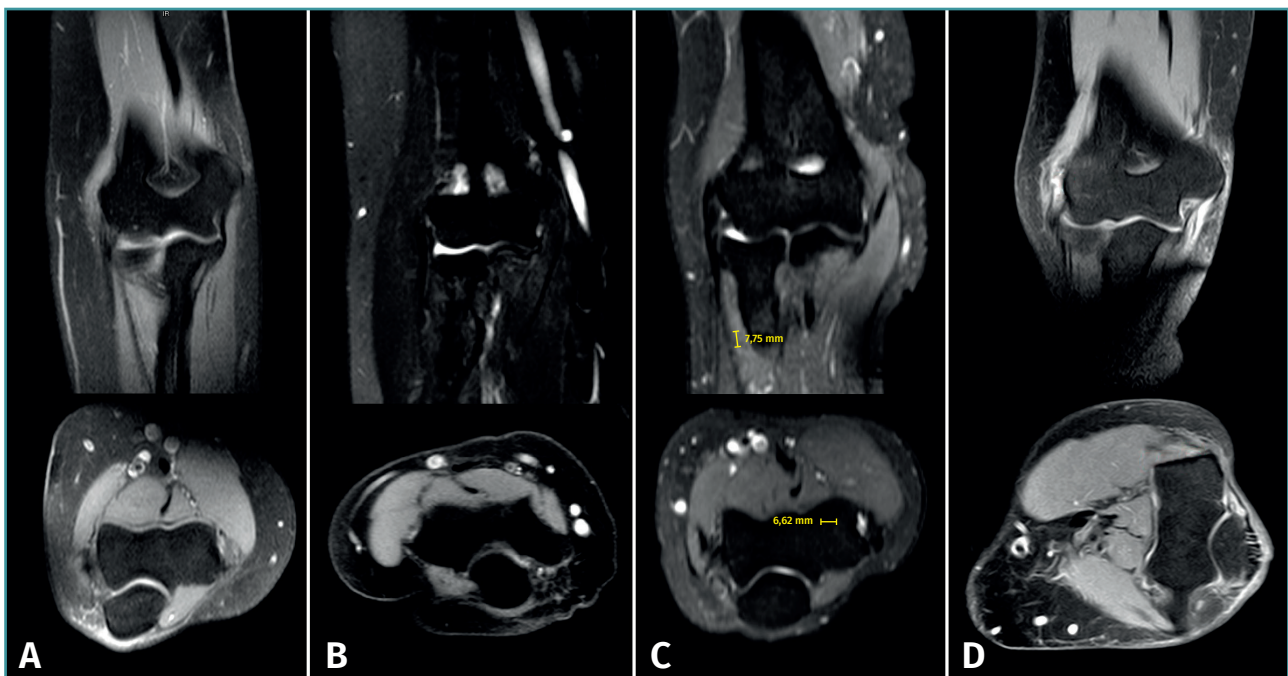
Imágenes de resonancia magnética que ilustran los grados de afectación tisular de la clasificación de Walton. Se pueden apreciar cortes coronales y axiales de tendinopatía del espesor del tendón sin rotura (A) y de los distintos grados de lesión con rotura de la inserción según su longitud de separación del epicóndilo; B: grado 1 (< 2 mm); C: grado 2 (2 a 5 mm); D: grado 3 (> 6 mm).
